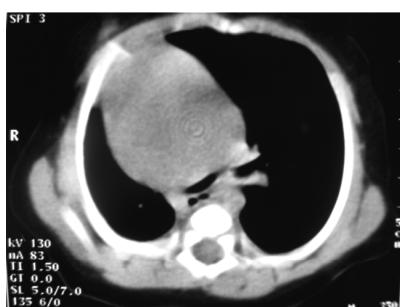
胸部 CT(纵隔窗)。心脏位于右侧胸腔。
